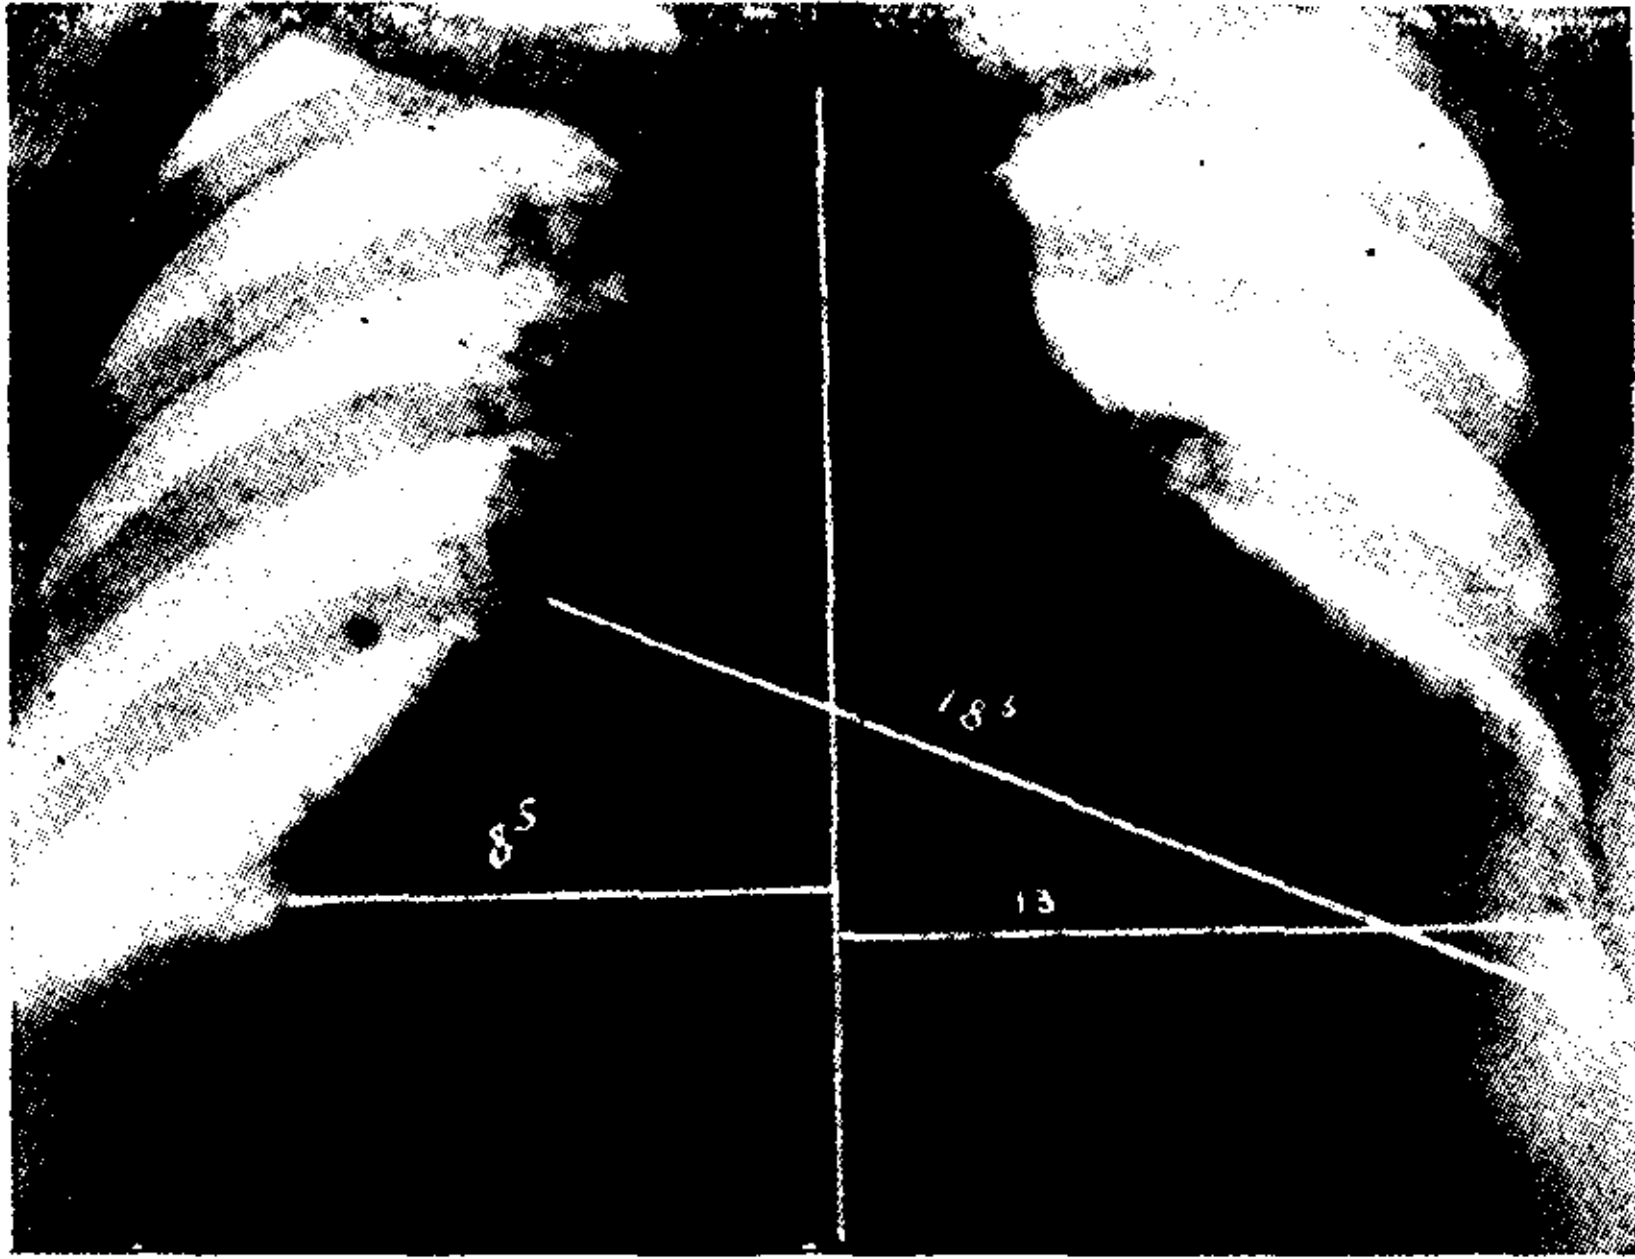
OBS. I.—Teleradiografía. Corazón transversal. Gran saliencia de la aurícula derecha. Vena cava superior bien visible. Pulmones claros.
